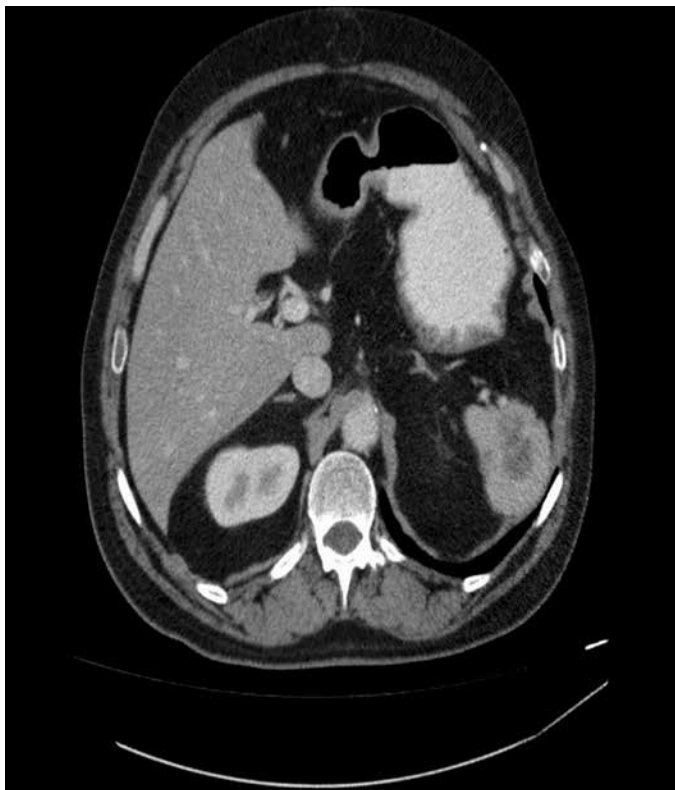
Computerized tomography imaging before splenectomy
